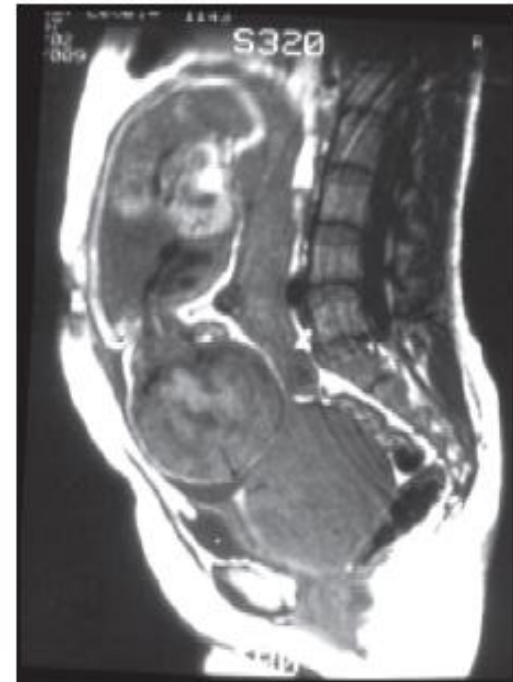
Malrotation of fetus. Fetal rotation can be evaluated by X-ray pelvimetry. However, magnetic resonance imaging provides information about this condition that is easier to understand
